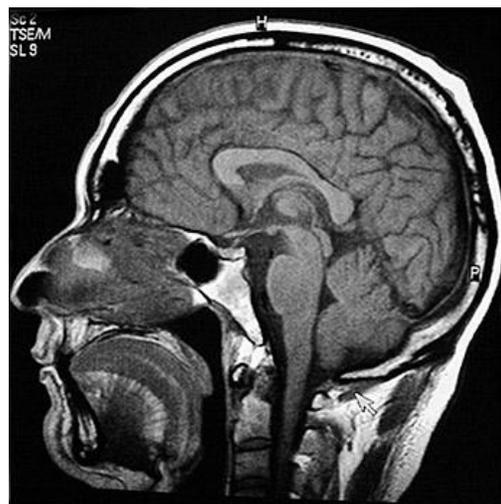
Resonancia magnética⁷⁴
